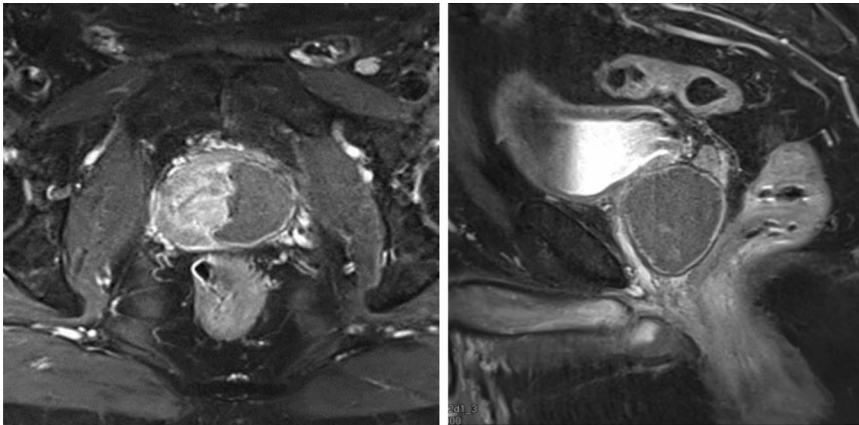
▲ MRT 7 Tage nach Hemiablation linker Prostataseitenlappen, Axial- und Sagittalschnitt, es zeigt sich ein vollständig destruiertes linker Seitenlappen nach Hemiablation bei vollständig erhaltener Prostata kapsel. (Aus [40])
